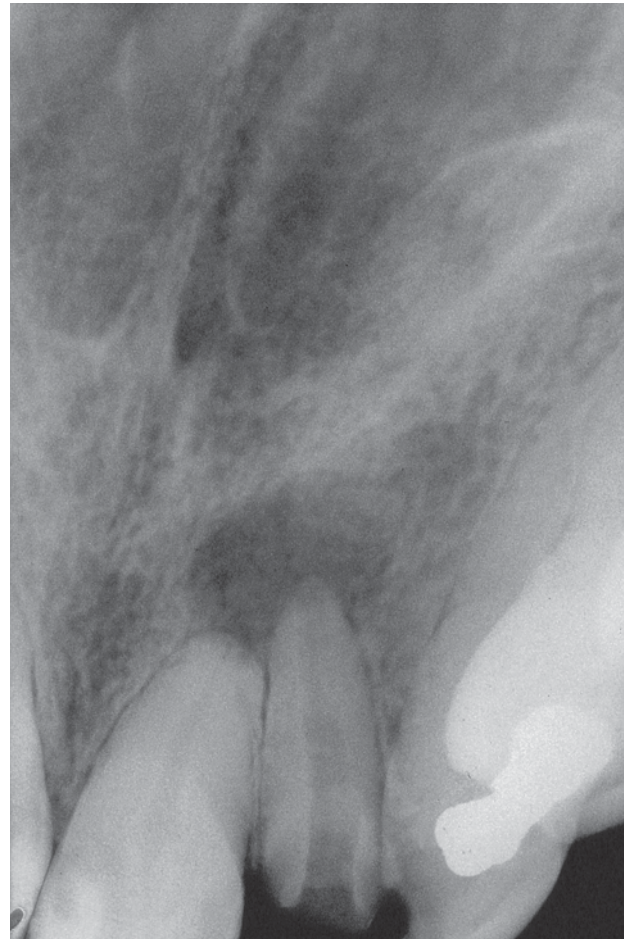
En la radiografía se muestra la situación del conducto una vez extraída la punta de Ca(OH)_2 .
